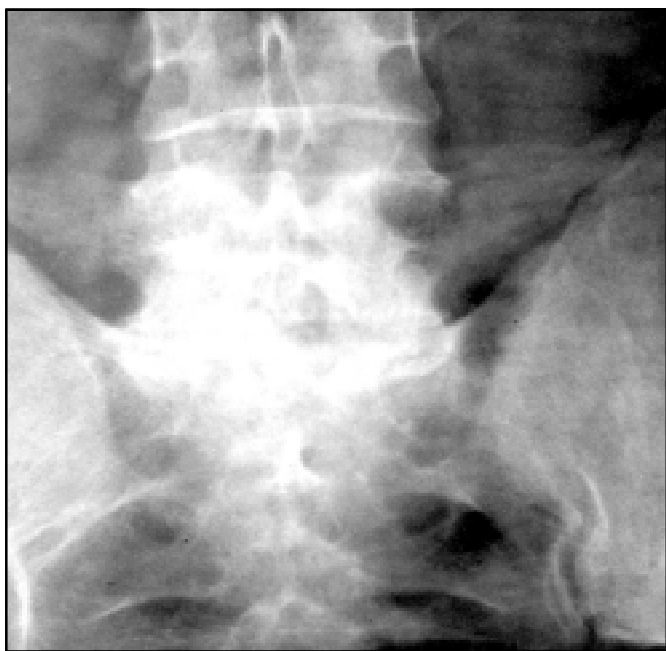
Рентгенограма хворої В., 57 р., з ожирінням. Попереково-крижовий відділ хребта в прямій проекції. Визначається звапнення і скостеніння ілеолумбальних зв'язок. Неерозивна ентезопатія
